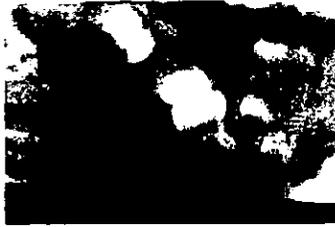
Odontoma complejo*. Radiografía de la parte posterior de la mandíbula que contiene una radiopacidad densa desestructurada que evita la erupción de un molar impactado.⁹
